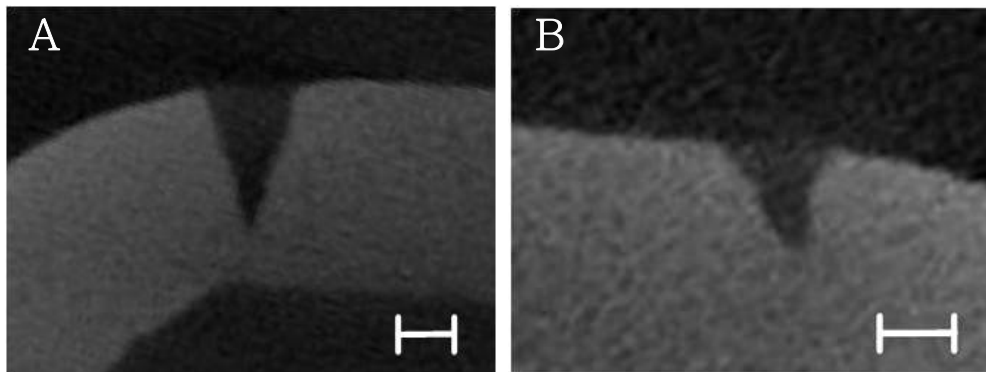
Computed tomography image of pre-drilling hole produced by laser.
